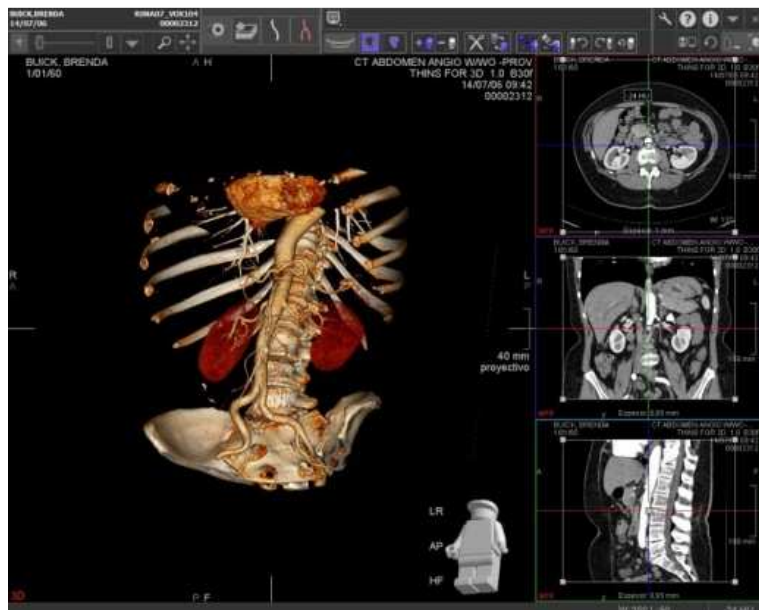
Aplicació Clínica per 3D a partir d'un TAC [27]
